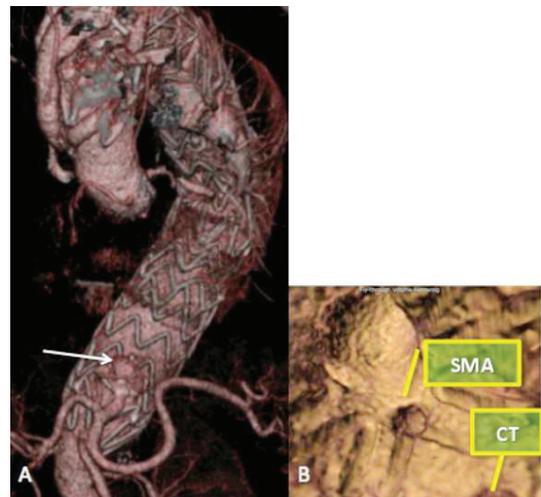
Imagen de reconstrucción de angiotomografía del seguimiento post-operatorio de endoprótesis con escotadura distal. (A) escotadura para el tronco celíaco e arteria mesentérica superior (seta). (B) Imagen de reconstrucción endoluminal del tronco celíaco (CT) y de la arteria mesentérica superior (SMA).
